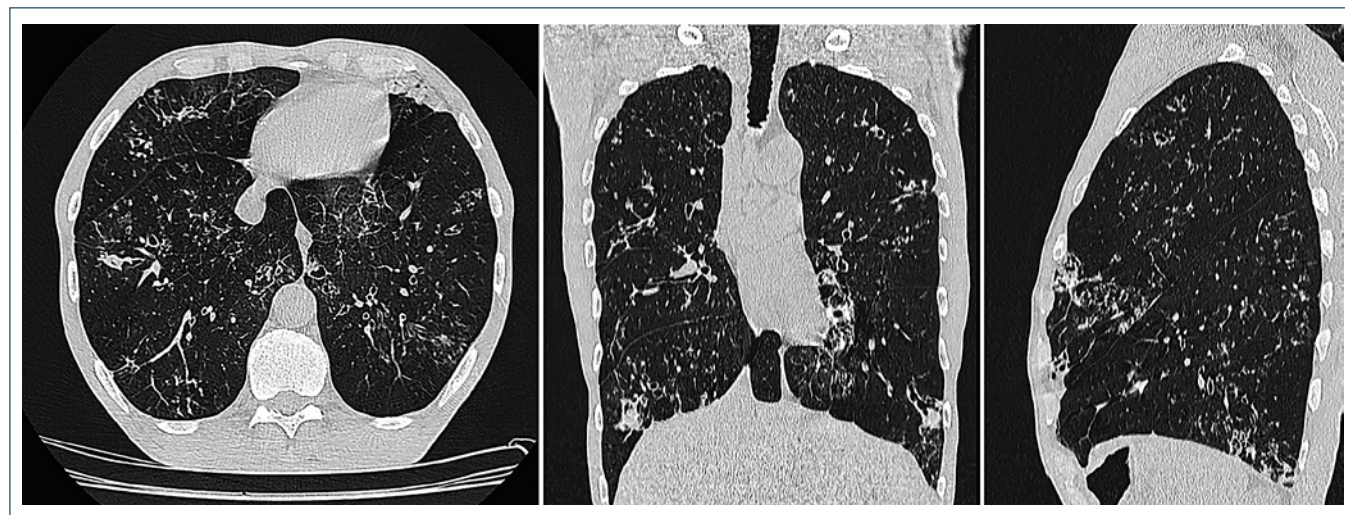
Компьютерная томография органов грудной клетки с мультипланарной реконструкцией от 18.04.2023. В верхних долях с обеих сторон единичные воздушные полости размерами 8–12 мм с толстой стенкой и тяжами в окружающую легочную ткань. В нижних долях с обеих сторон множественные плотные и обызвествленные очаги; справа в S8 фокус размерами 20х11 мм без распада. Во всех отделах обоих легких множественные бронхогенные очаги и участки уплотнения паренхимы. В передней зоне слева и базальных сегментах с обеих сторон смешанные цилиндрические бронхоэктазы. Стенки долевых и сегментарных бронхов представляются утолщенными
